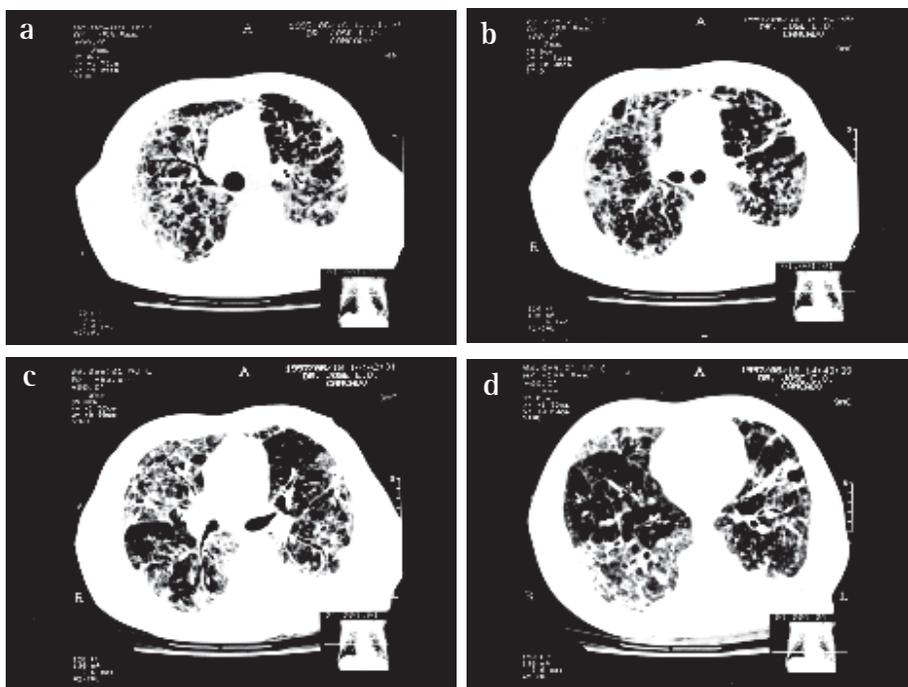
Tomografia computadorizada do tórax mostrando infiltrado pulmonar difuso com distorção parenquimatosa, bronquiectasias de tração e extensas áreas de vidro despolido, além de derrame pleural à direita
